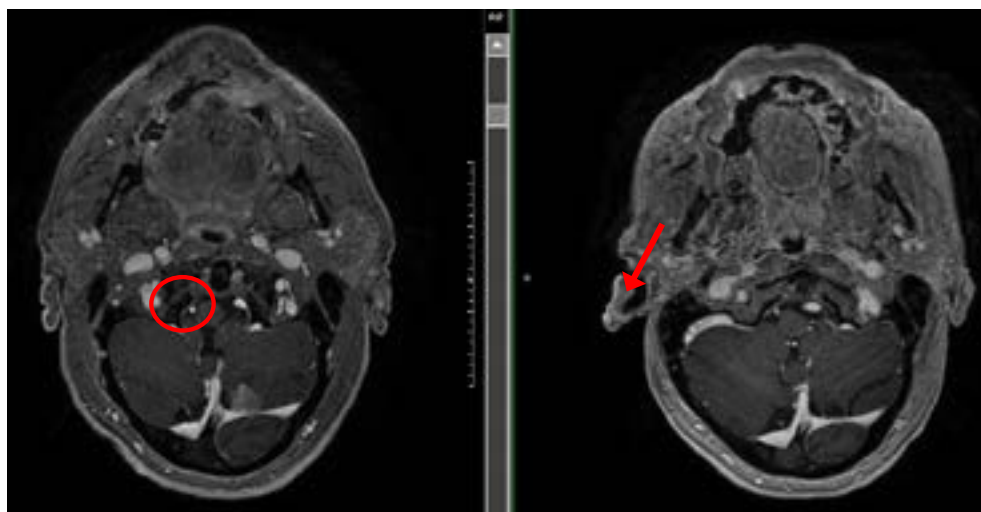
Respuesta completa de metástasis cerebelosa izquierda (TC 02/2022 vs TC 10/2022)
